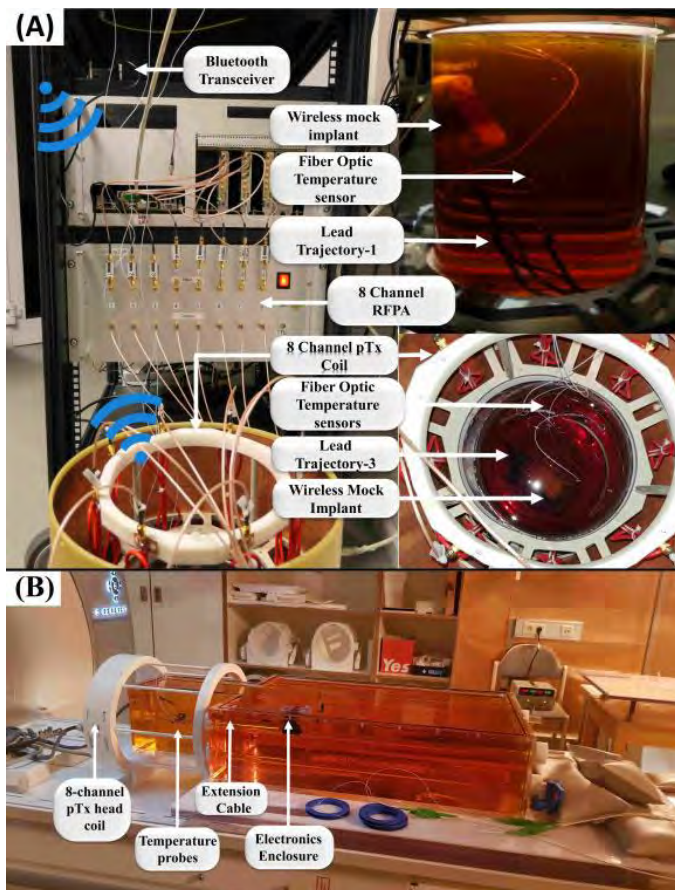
Experimental setup in the (A) testbed configuration and (B) on the patient table of a 3T MRI. The implant is fully immersed into the phantoms.
